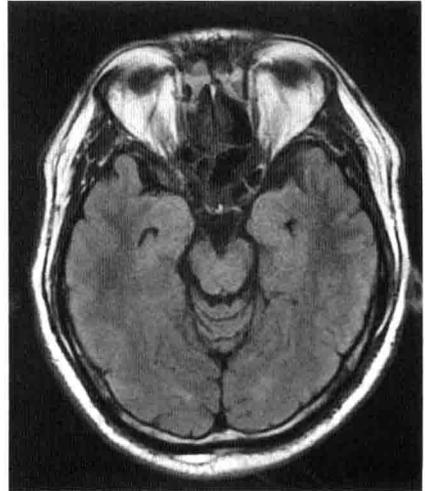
2008年11月5日头颅MRI:FLAIR像显示双侧颞叶及海马未见明确异常
